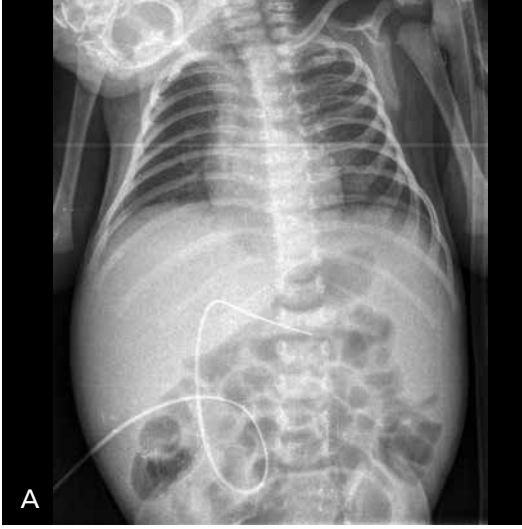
A, B. Normal timus bezi ve ultrasonografi ile doğrulama. (A) Solunum sıkıntısı ile başvuran infanta ait radyografide mediasteninin oldukça geniş olduğu izlenmektedir. (B) Konveks prob ile suprasternal olarak yapılan bakıda, transvers kesitte ön mediasteni dolduran normal timus izlenmektedir. Tipik bez ekosu izlenmekte olup homojendir ve içerisinde ince ekojenite ve septasyonlar içermektedir.
